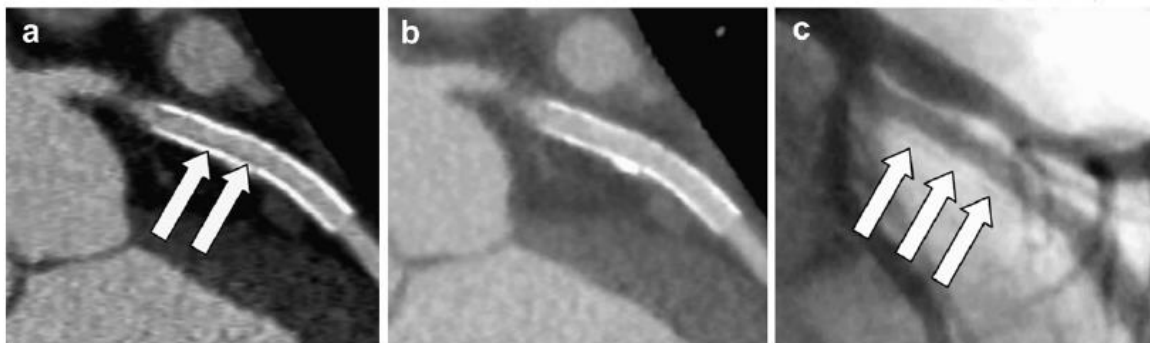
Neste caso uma AngioTC das Coronárias, a reconstrução padrão de FBP revelou uma região hipodensa ao longo do stent, indicando a possibilidade de estenose do stent (a), esta região não é visível na RI (b), mas foi confirmada por angiografia (c). Fonte *Managing Radiation Dose in CT; Radiology 2014*
